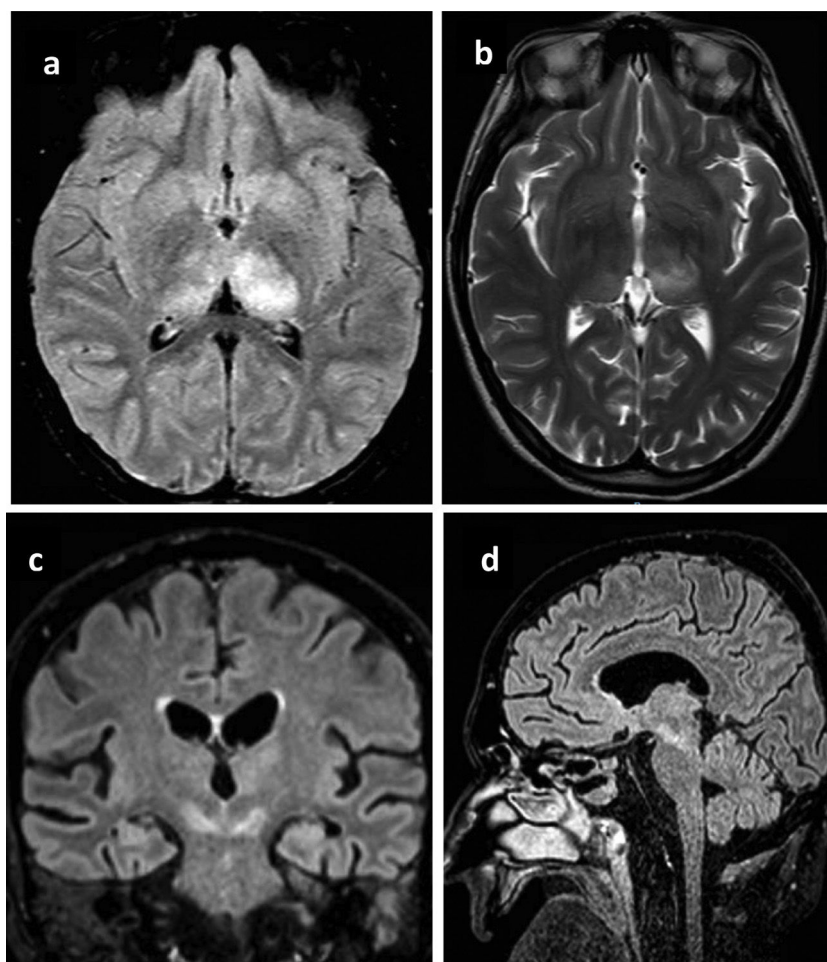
Principales hallazgos en RMN en pacientes con infección por virus del Nilo Occidental. a) Paciente 1. Cambios en la intensidad de señal en el margen posterior de ambos tálamos, fundamentalmente el izquierdo con hipointensidad heterogénea en T1. b) Hiperintensidad heterogénea en secuencia T2 en ambos tálamos principalmente izquierdo. c) Paciente 2. Alteración del tronco del encéfalo con afectación hiperintensa marcada en banda en ambos pedúnculos cerebrales del mesencéfalo. d) Paciente 3. Lesión hiperintensa en la línea media del mesencéfalo que se extiende caudal hasta la protuberancia.
